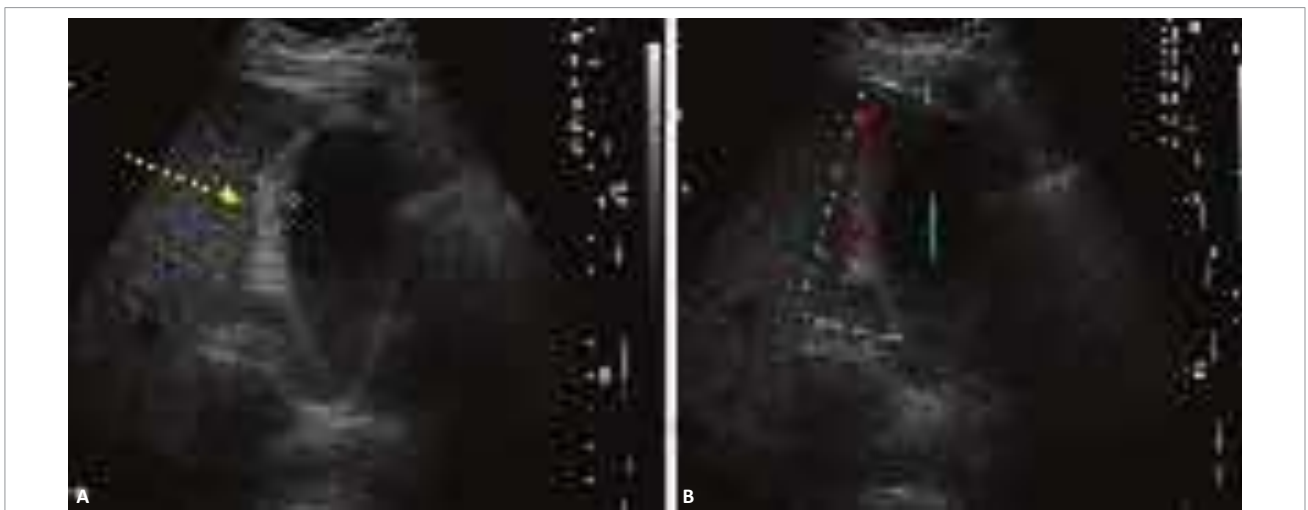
Colecistite alitiásica. Paciente com quadro clássico de internação prolongada, com dor em hipocôndrio direito e sinais de espessamento parietal da vesícula (A) (seta) e hiperfluxo ao estudo Doppler (B).
